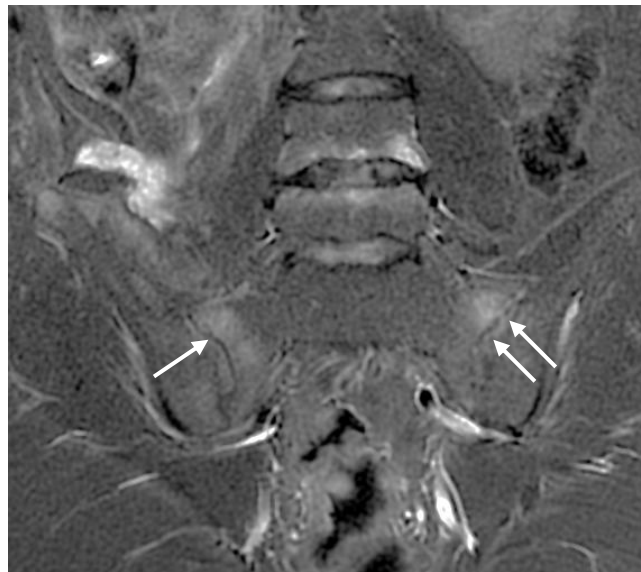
image d'IRM des sacro-iliaques en séquence STIR coronale montrant une sacro-iliite avec œdème sous-chondral (fleches).
